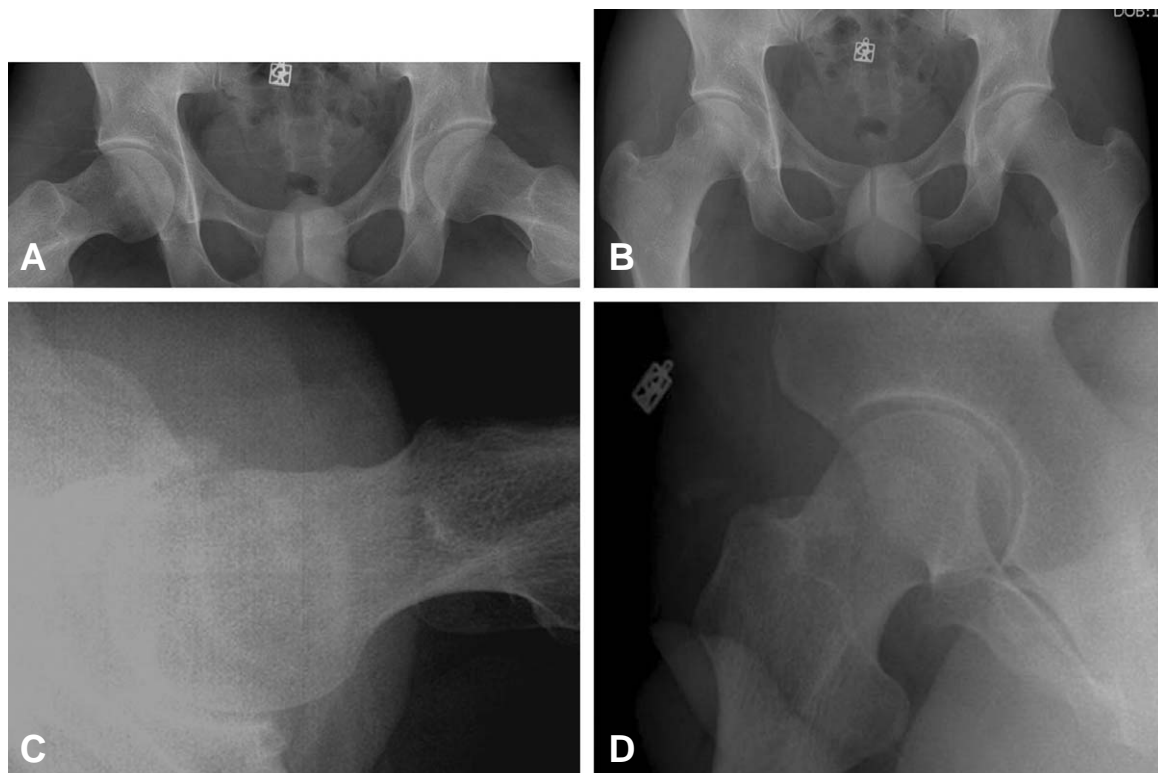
Hip plain radiographies. (A) Hip AP. (B) Frog-leg lateral view. (C) Cross-table lateral view. (D) False profile view.
